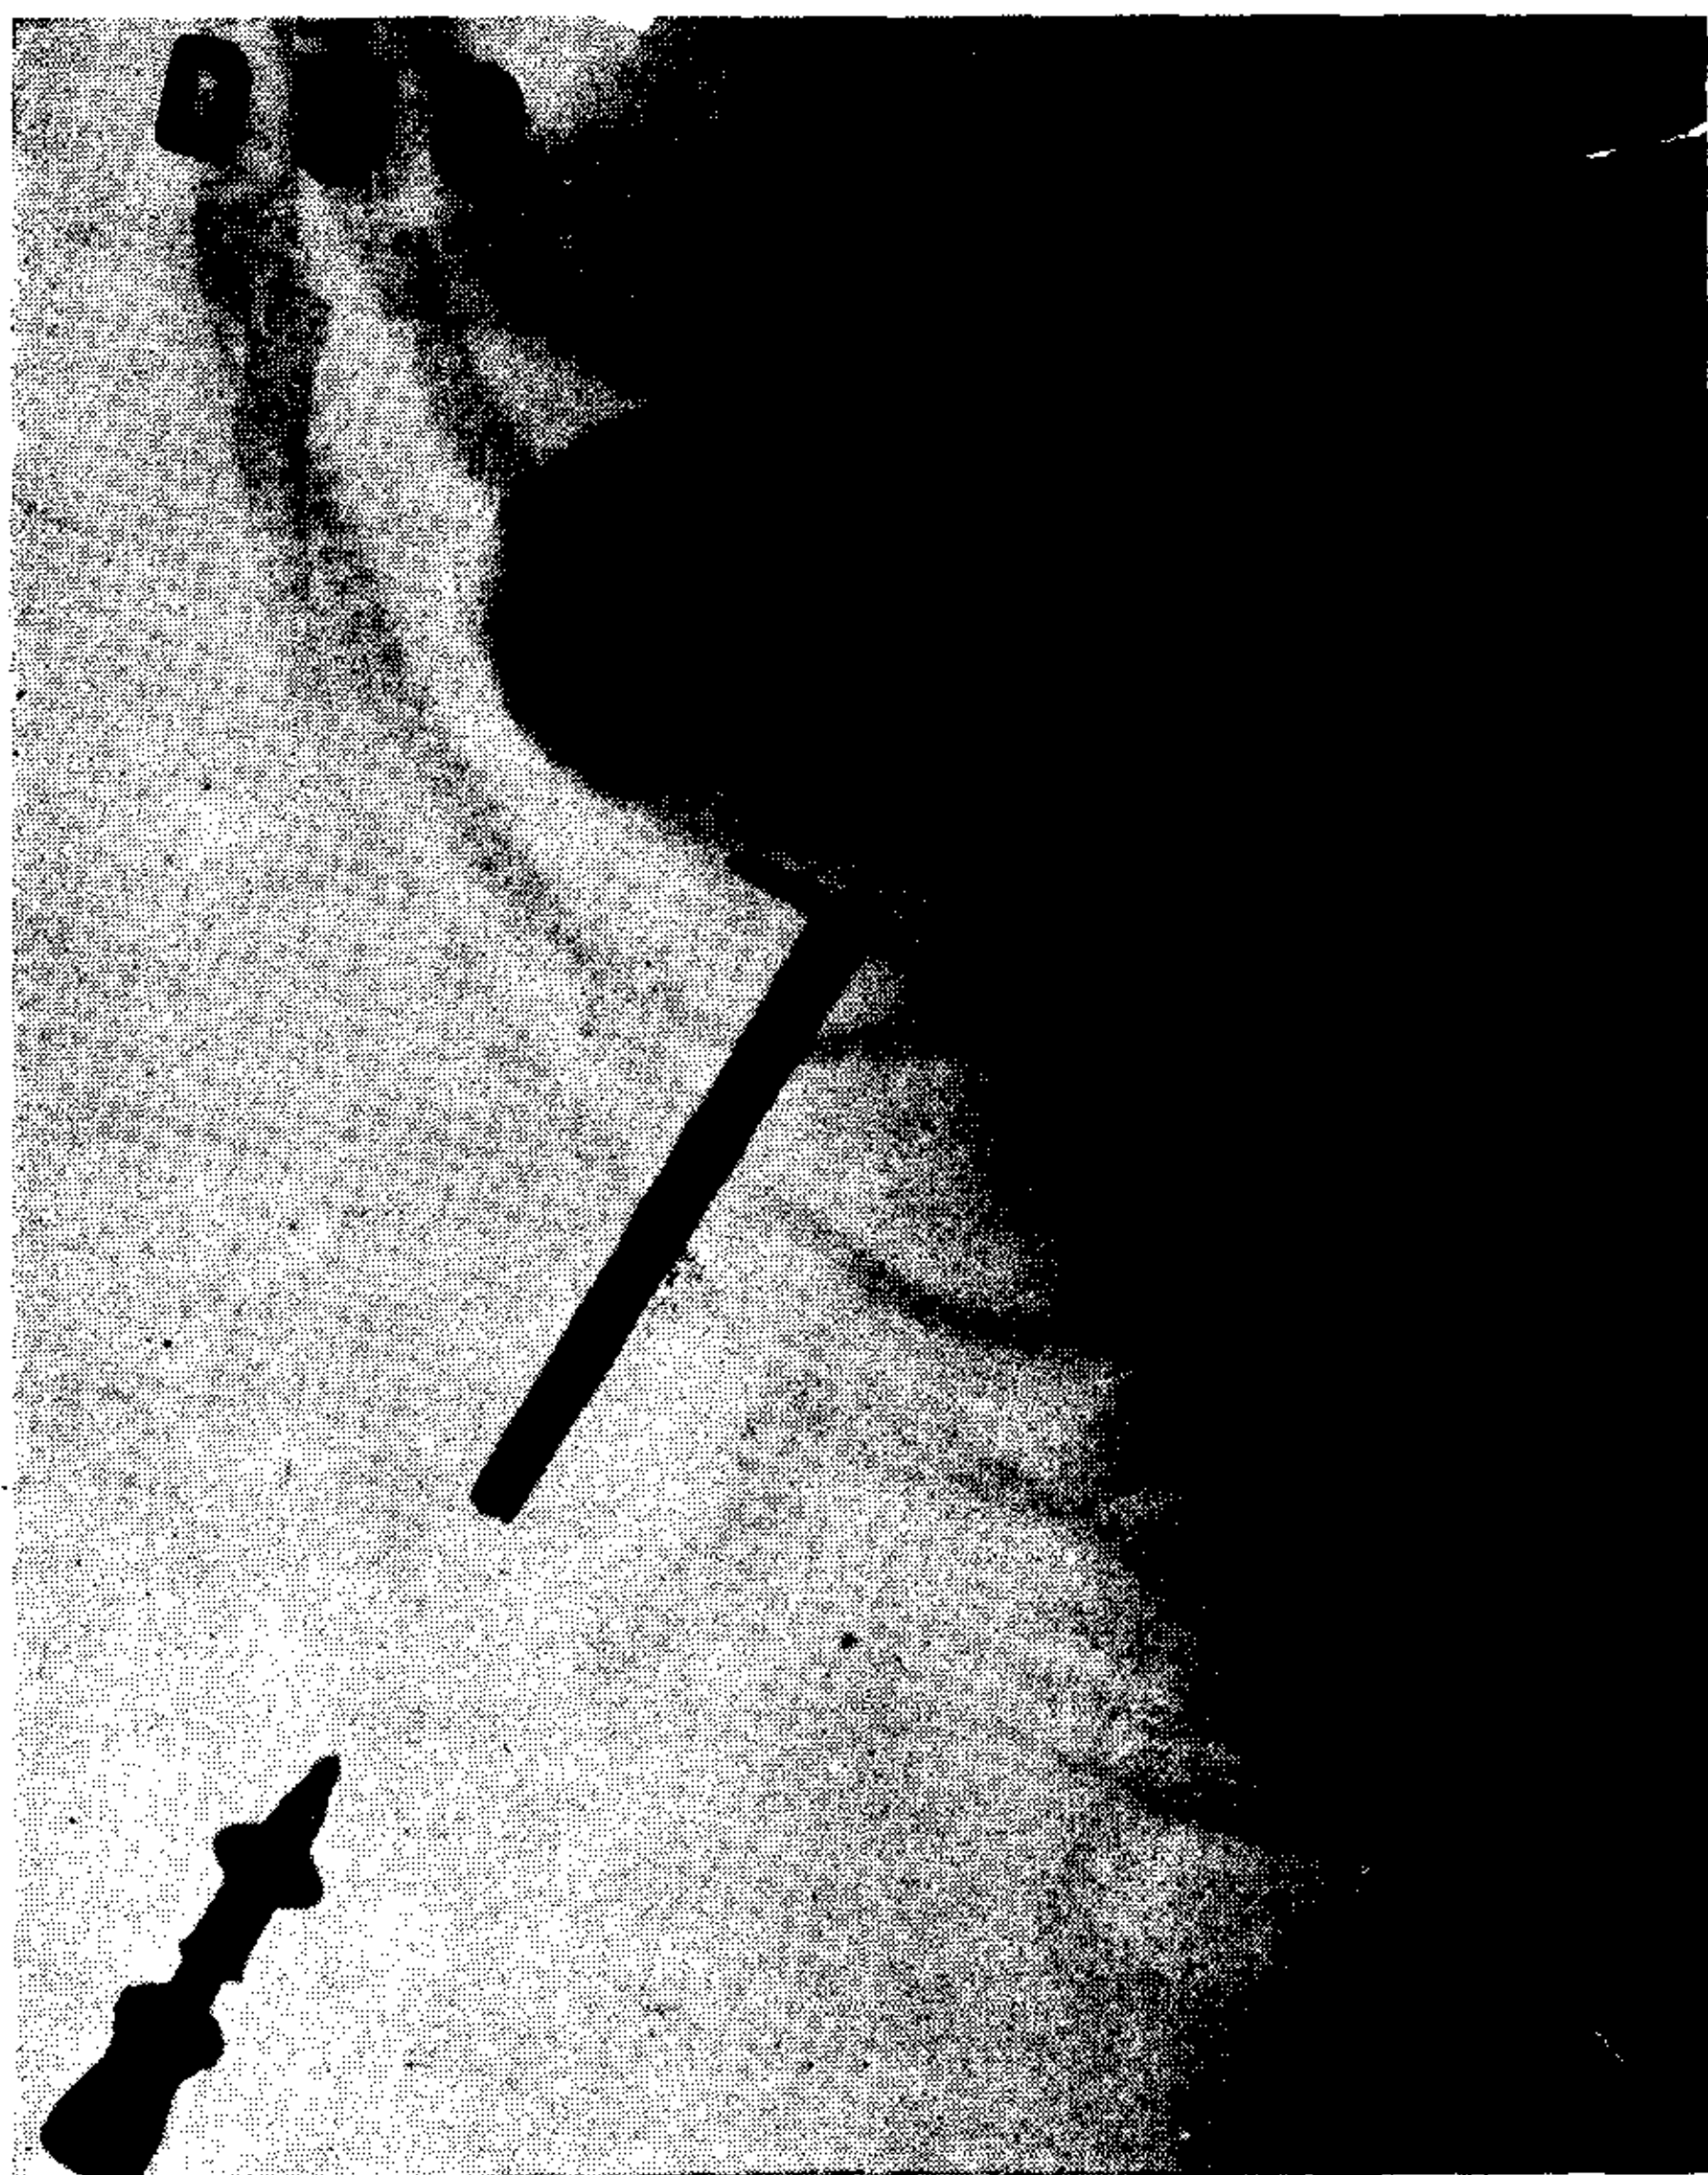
Radiografía obtenida después de la distensión de la vesícula con INa. Se ve la cánula adosada a la vesícula y la aguja al través de la cual se ha hecho la inyección de INa.
